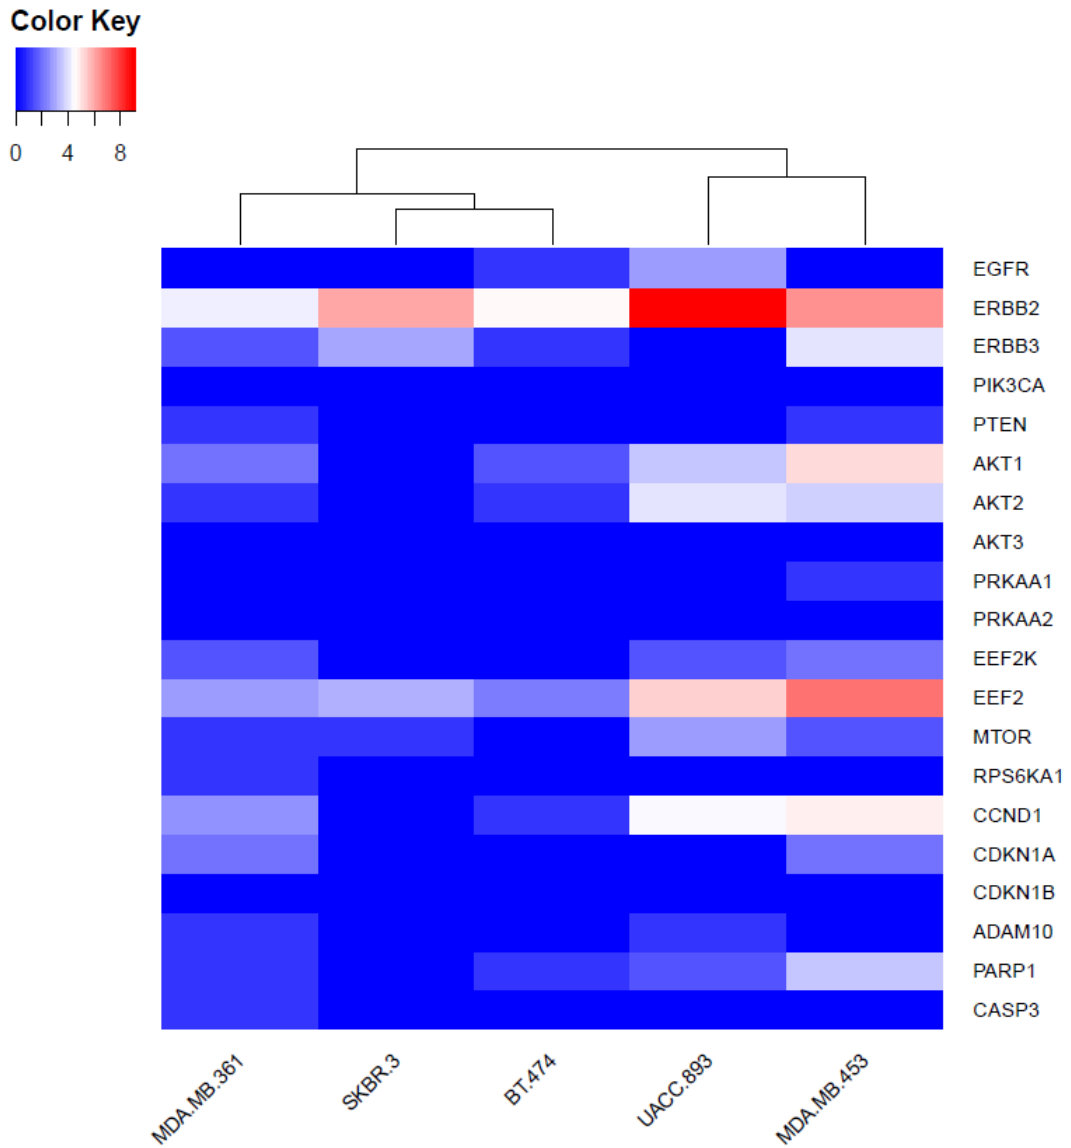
BT-474, MDA-MB-361, MDA-MB-453, SKBR-3 ve UACC-893 hücre dizilerinin gen ekspresyon profiline göre kümelenmesi (CCLE, mikrodizin)
